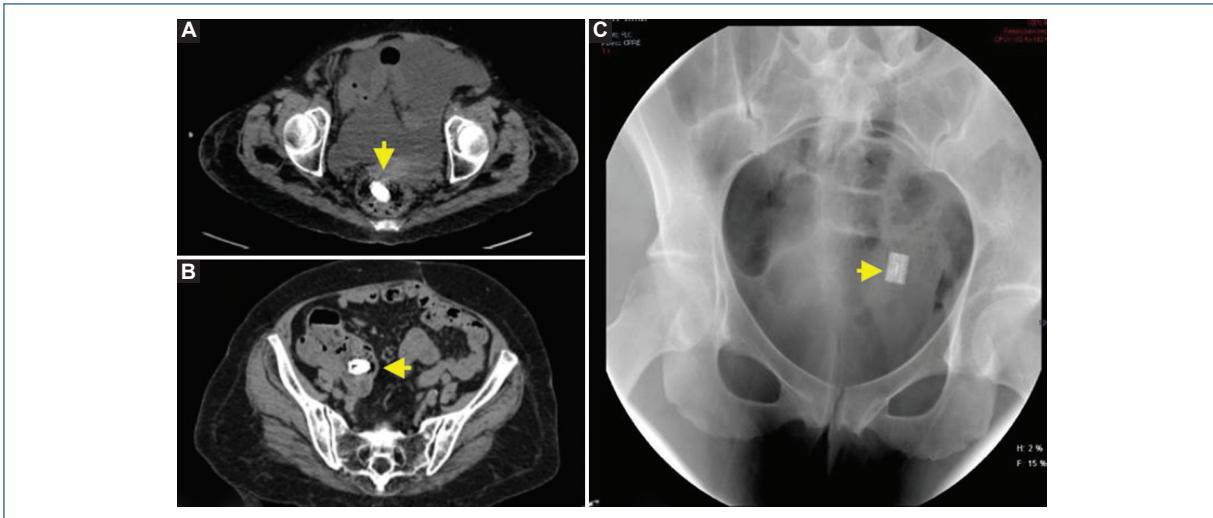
Localización de la cápsula por medio de estudios de imagen. A: Tomografía computarizada de abdomen con cápsula localizada en recto. B: Tomografía computarizada de abdomen con cápsula localizada en ciego. C: Radiografía de abdomen con cápsula localizada en recto.
